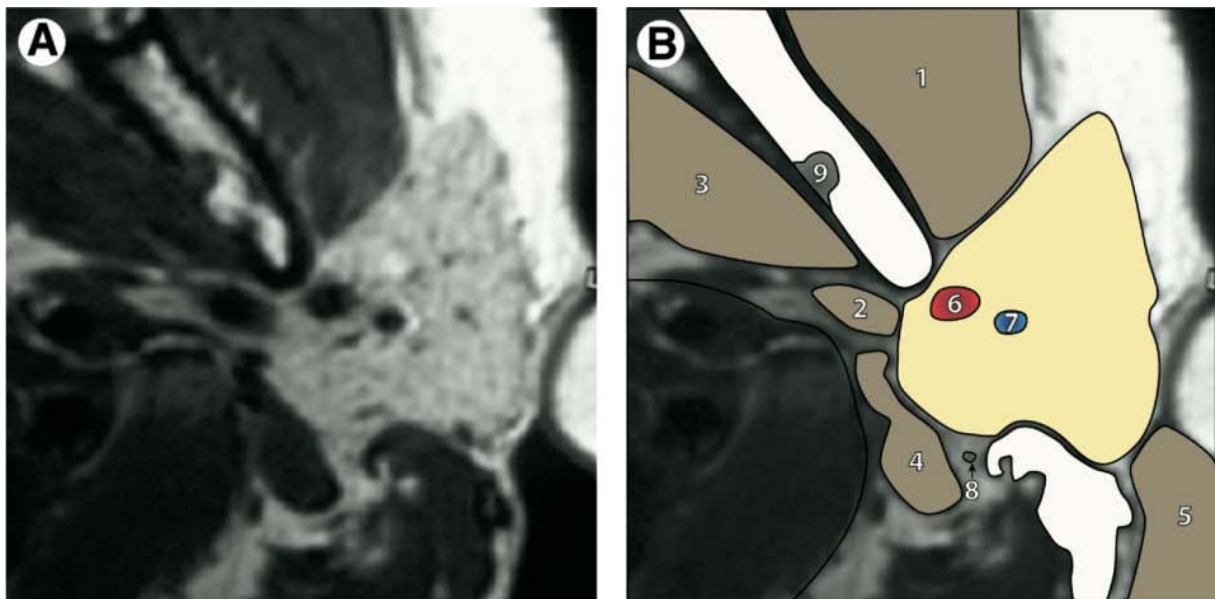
[27](A) IRM axiale de la parotide gauche en séquence pondérée T1.
